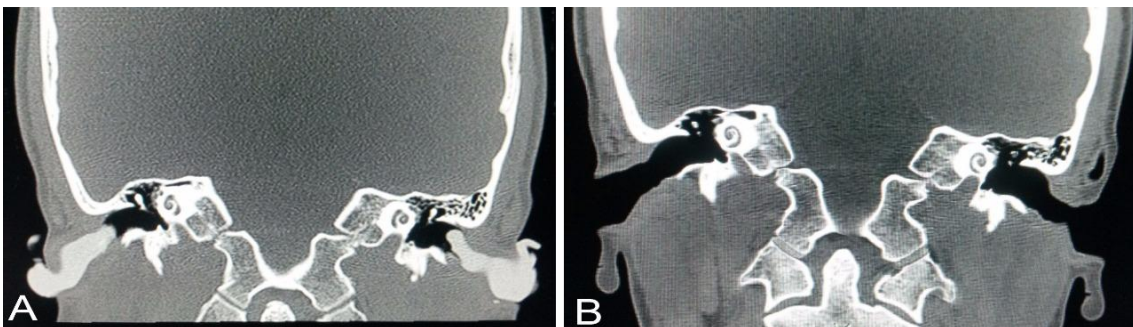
Imagens de Tomografia Computadorizada das Mastoides no plano coronal, evidenciando o pré molde convencional de silicone no meato acústico externo, observado na imagem (A). Imagem (B), evidenciando meato acústico externo sem o pré molde convencional de silicone.
